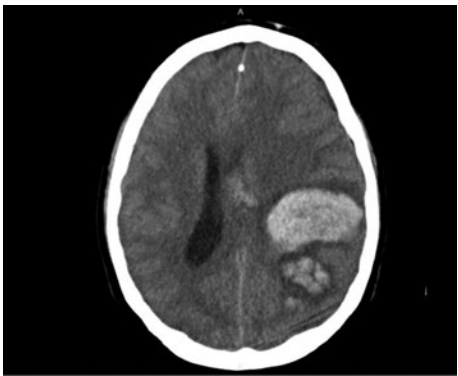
TC de cerebro; corte axial. Hematoma lobar izquierdo con efecto de masa.
